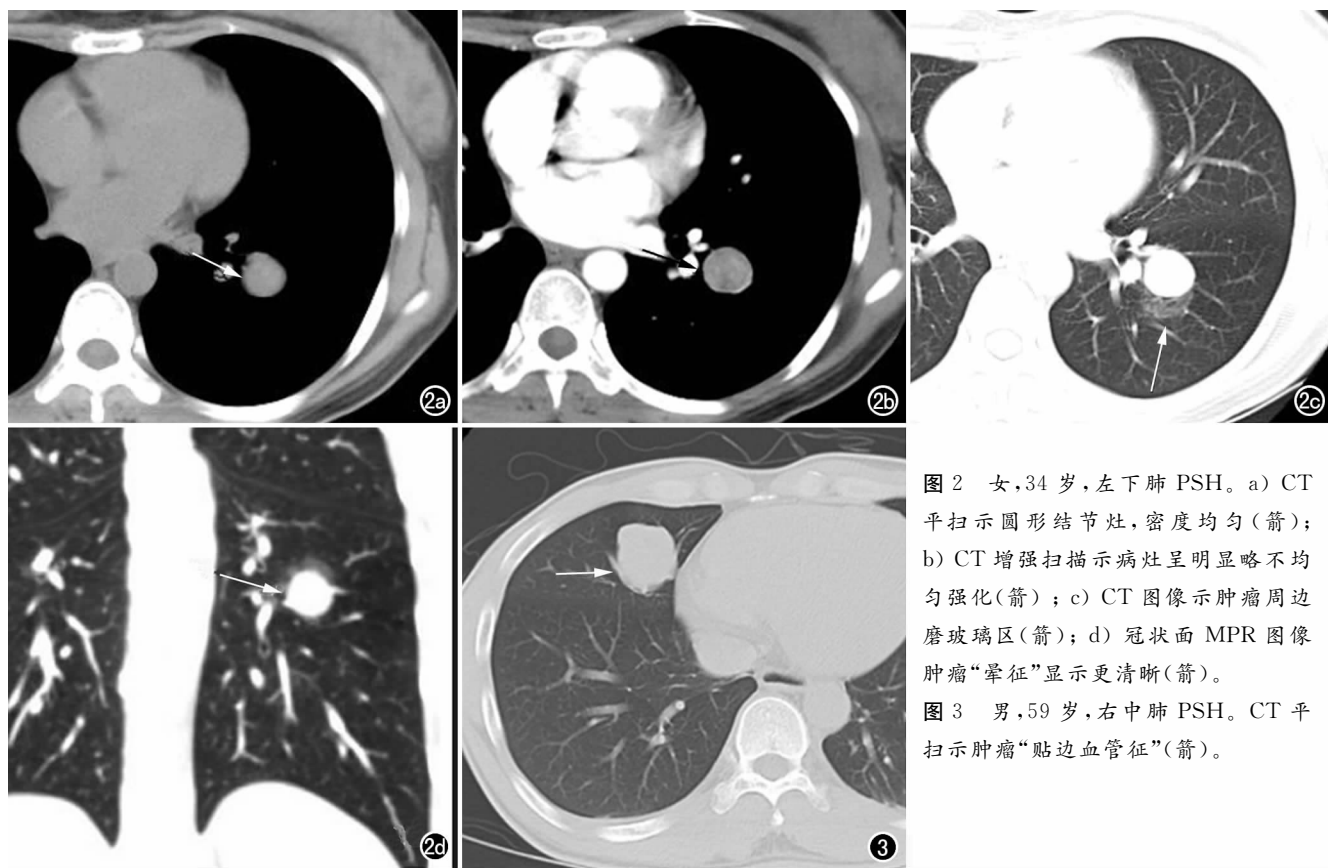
女, 34 岁, 左下肺 PSH。a) CT 平扫示圆形结节灶, 密度均匀 (箭); b) CT 增强扫描示病灶呈明显不均匀强化 (箭); c) CT 图像示肿瘤周边磨玻璃区 (箭); d) 冠状面 MPR 图像肿瘤“晕征”显示更清晰 (箭)。
